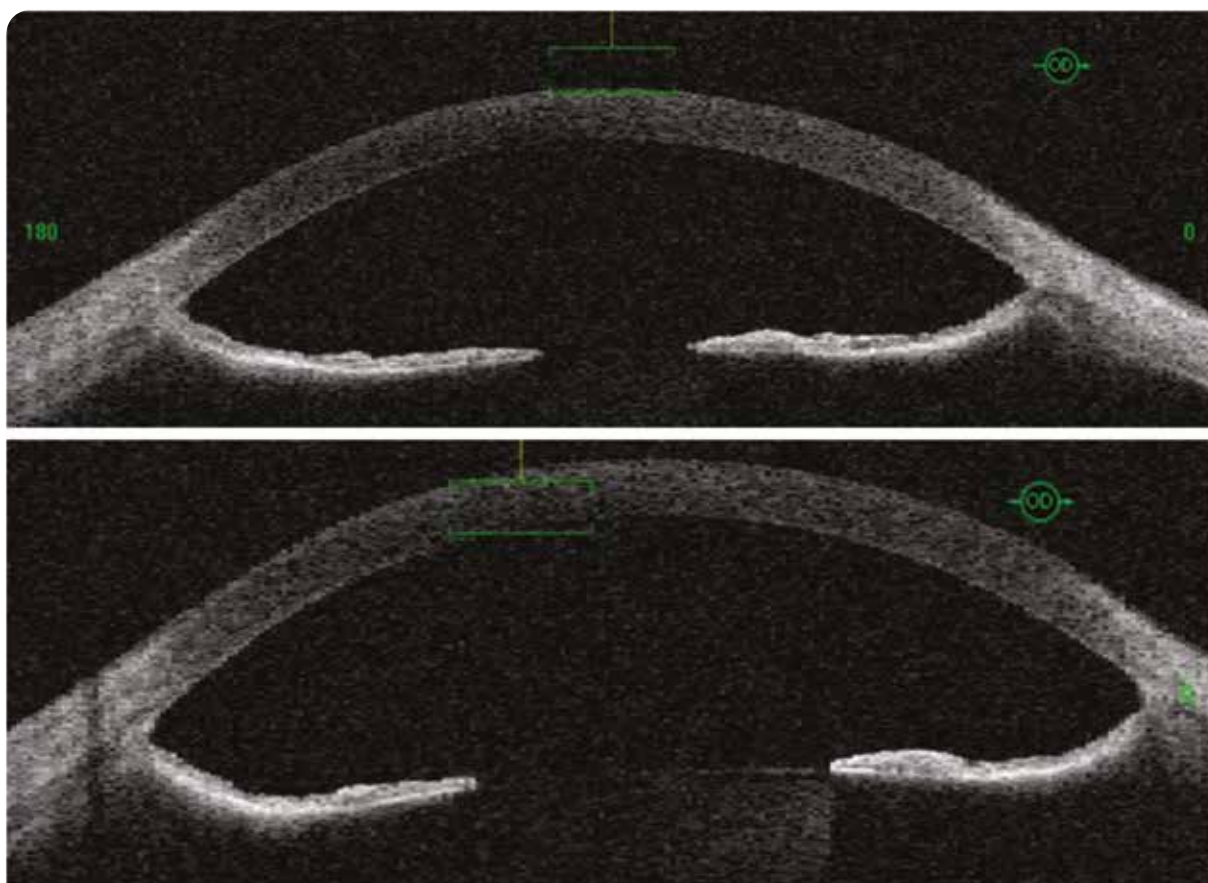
Coupes du segment antérieur en tomographie par cohérence optique (OCT Visante) : apposition de l'iris sur la face antérieure du cristallin avant (haut) et après (bas) dilatation pupillaire.
